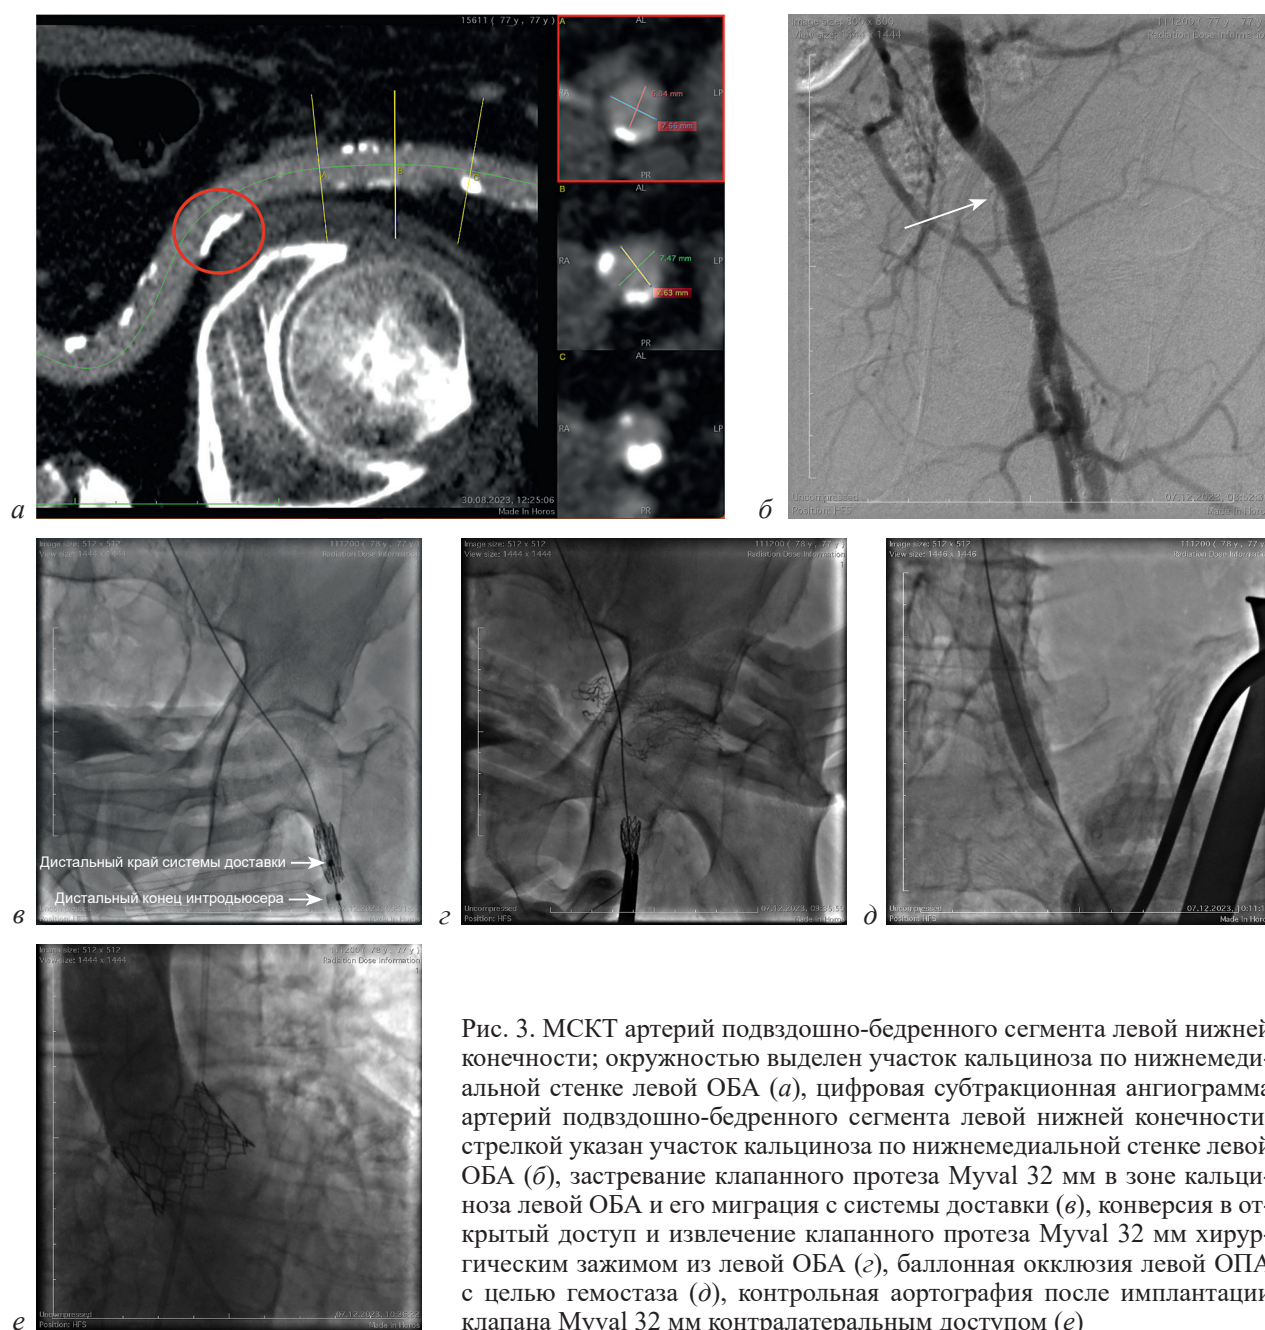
МСКТ артерий подвздошно-бедренного сегмента левой нижней конечности; окружностью выделен участок кальциноза по нижнемедиальной стенке левой ОБА (а), цифровая субтракционная ангиограмма артерий подвздошно-бедренного сегмента левой нижней конечности; стрелкой указан участок кальциноза по нижнемедиальной стенке левой ОБА (б), застревание клапанного протеза Muval 32 мм в зоне кальциноза левой ОБА и его миграция с системы доставки (в), конверсия в открытый доступ и извлечение клапанного протеза Muval 32 мм хирургическим зажимом из левой ОБА (г), баллонная окклюзия левой ОПА с целью гемостаза (д), контрольная аортография после имплантации клапана Muval 32 мм контралатеральным доступом (е)
